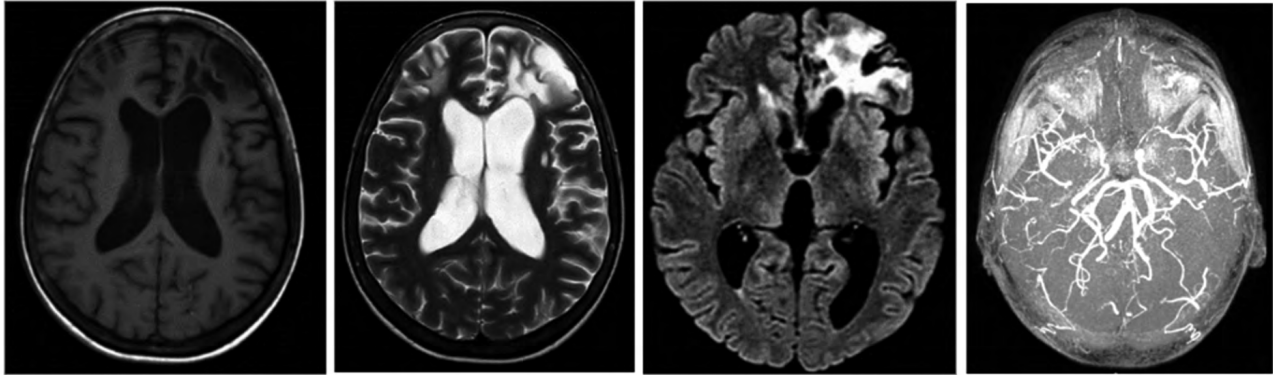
Angiorresonancia cerebral simple y contrastada
